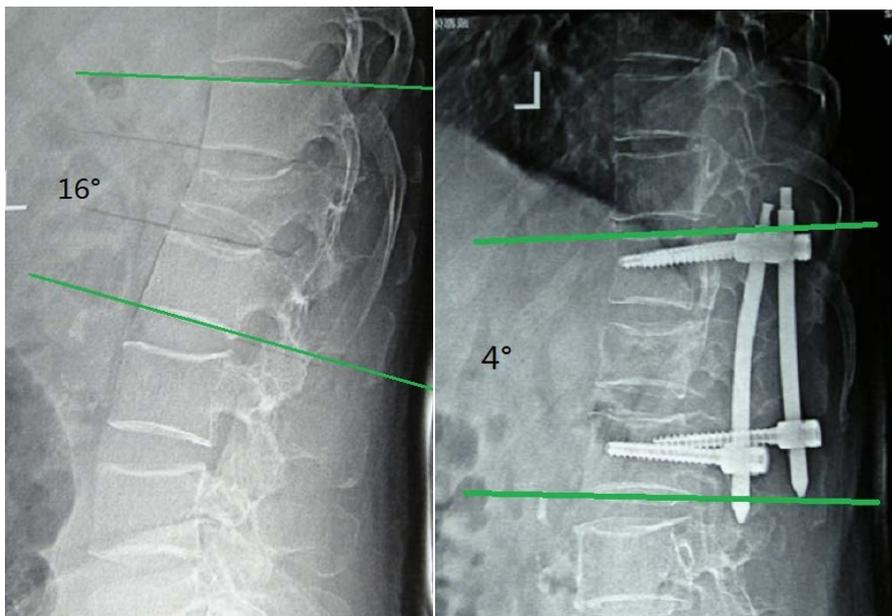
X-ray before and after operation by using the method of manipulation and postural reduction and universal pedicle screw fixation
